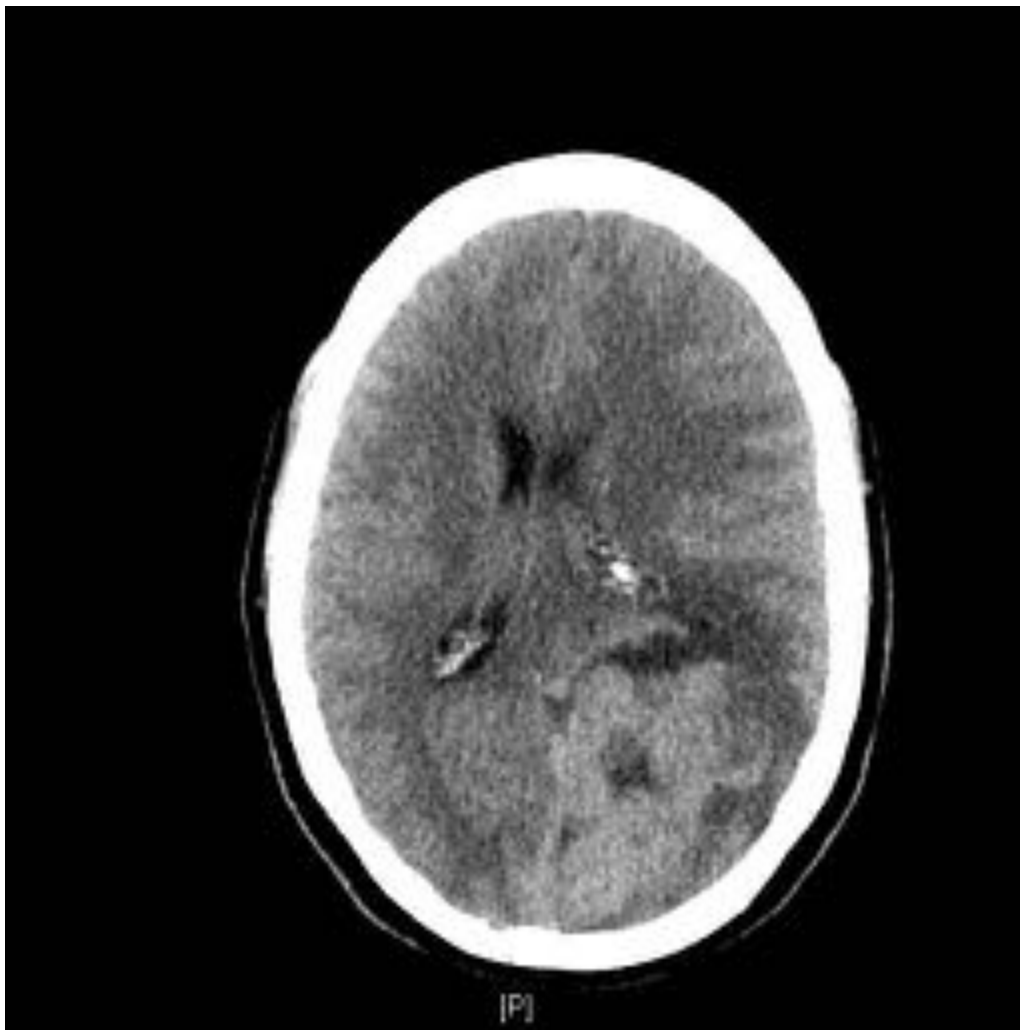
TAC craneal con contraste: muestra una masa extraaxial, occipital izquierda, polilobulada, con intenso realce heterogéneo, edema adyacente y efecto de masa local.
